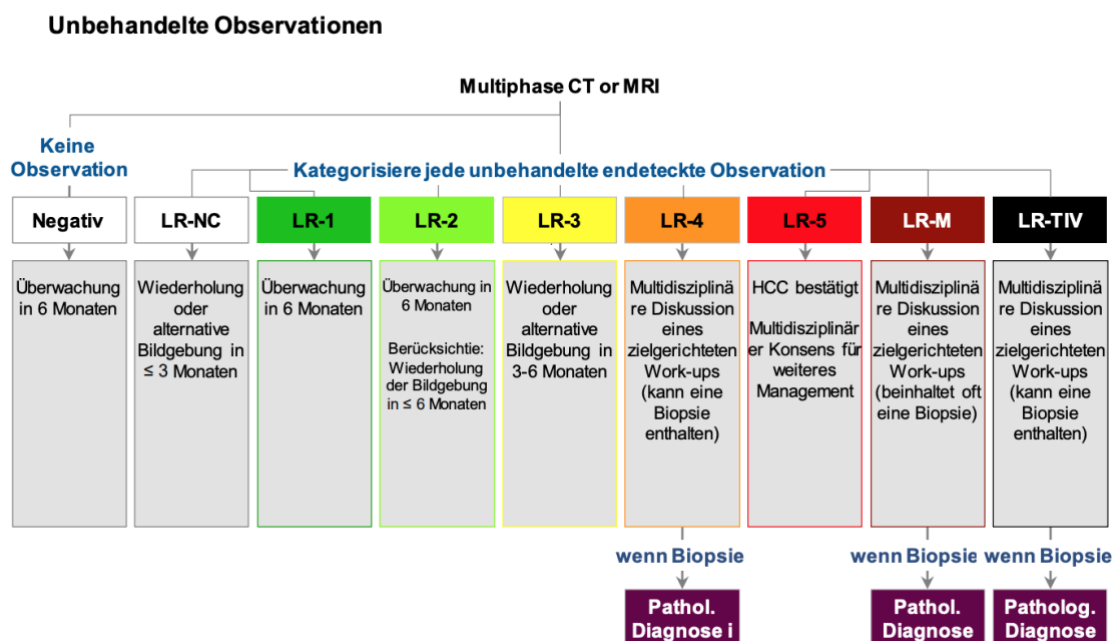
Mögliche zusätzliche diagnostische Maßnahmen nach American College of Radiology, CT/MRT LI-RADS® (43)
